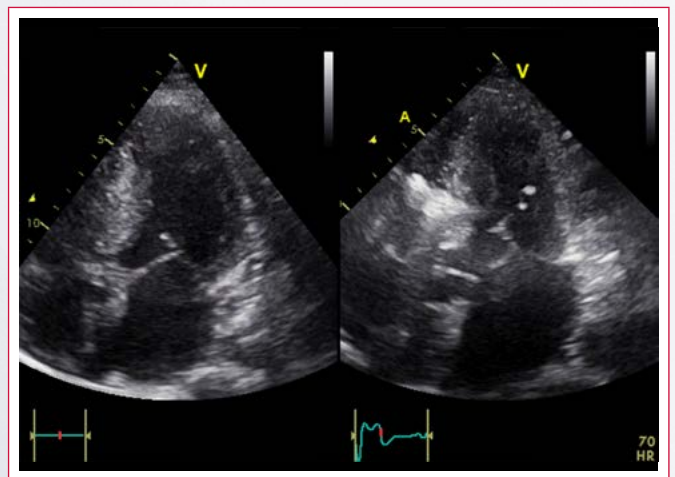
Comportamiento dinámico de la obstrucción del tracto de salida, que aumenta en fase de presión de la maniobra de Valsalva. En bipesdestación, el perfil del flujo obtenido con Doppler continuo no presenta el pico tardío característico, probablemente por sumatoria del reflujo mitral, condición que muchas veces torna confusa la evaluación
